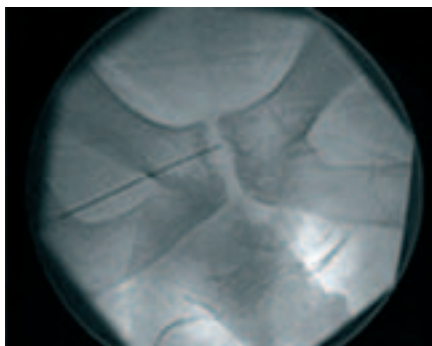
X線撮影時にステロイド注入で治療した恥骨結合炎。
